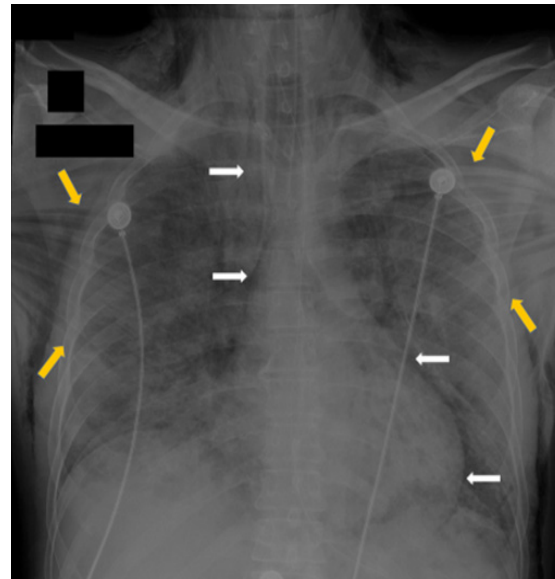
Radiografía de tórax en la que se observa el gran enfisema subcutáneo (flechas amarillas) y el neumomediastino (flechas blancas).
